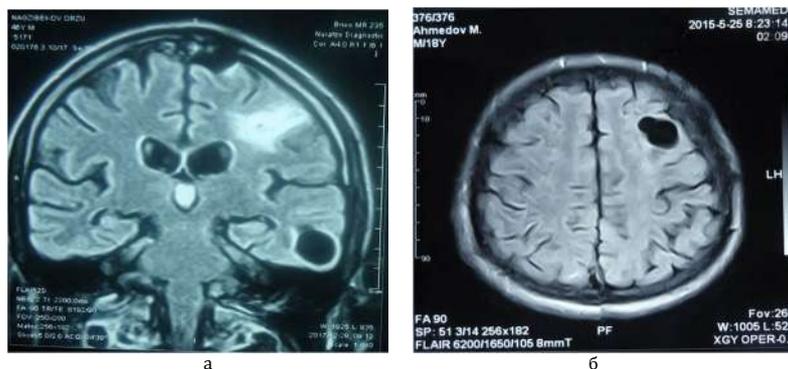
а, б - МРТ изображение рецидива эхинококкоза головного мозга
